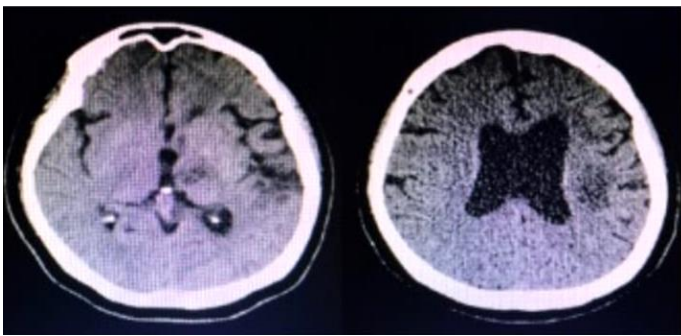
Tomografía simple de Cerebro: Se observa lesión hipodensa de origen subagudo de lado talámico izquierdo.
